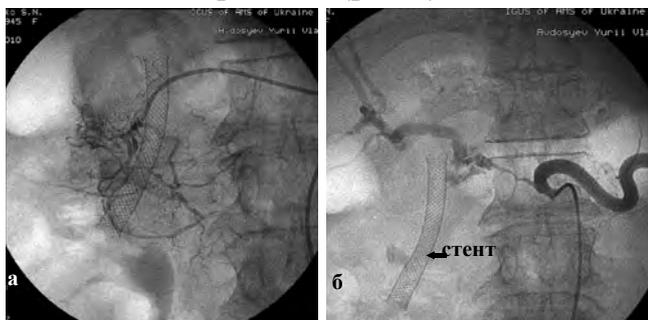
Ангиограммы больной раком головки поджелудочной железы и механической желтухой после комбинированного рентгенохирургического лечения: стентирования холедоха и внутриартериальной химиоэмболизации опухолевых сосудов головки при помощи микрокатетерной техники катетеризации: а) ангиограмма после эмболизации сосудов *pancreas*, выполненной через 1 месяц после стентирования холедоха; б) ангиограмма спустя 6 месяцев после эмболизации сосудов головки *pancreas* — опухолевые сосуды *pancreas* не визуализируются.
